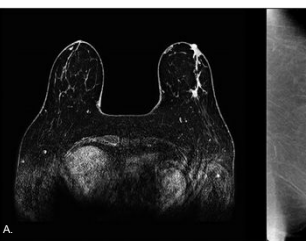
RM mama: nuestra gran aliada frente al CLI
